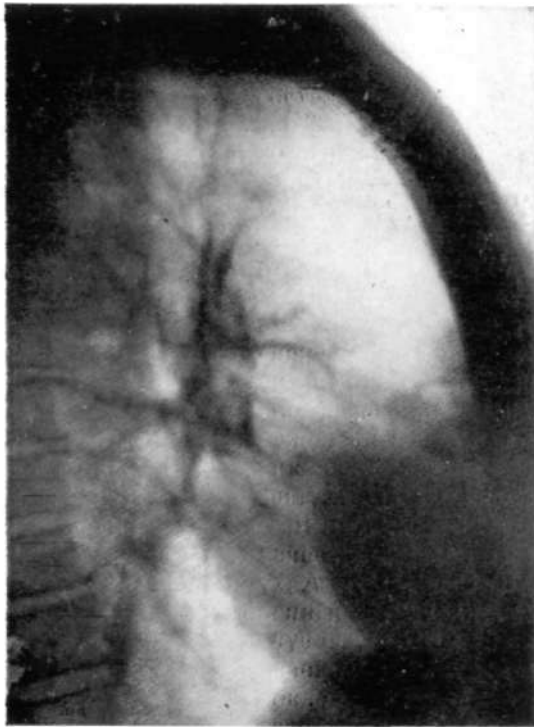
То же наблюдение. Боковая рентгенограмма.
